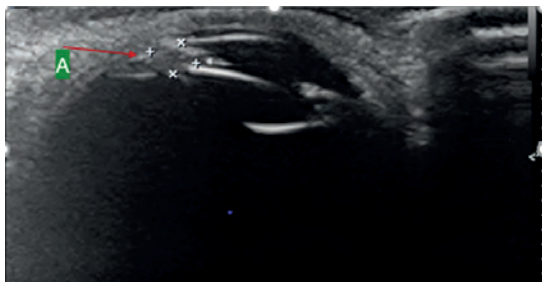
Мальчик, 9 лет. УЗИ глаза с увеличением и приближением зоны интереса: РБ с распространением в переднюю камеру глаза (стрелка А)
